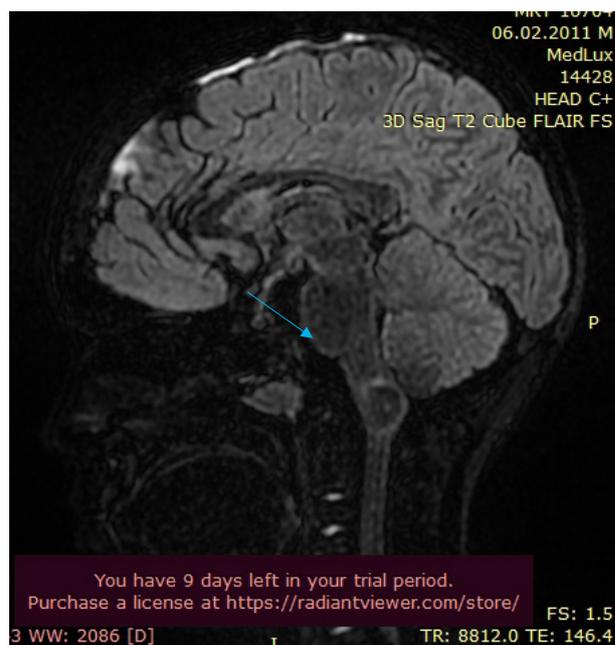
МРТ головного мозга режим FLAIR 01.12.2021.
